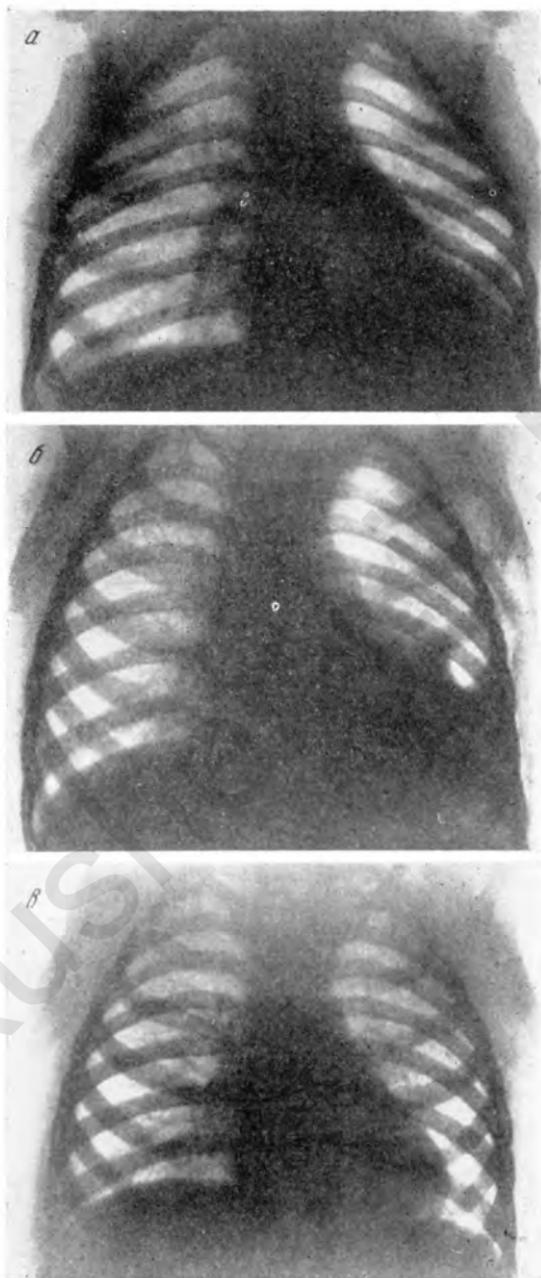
Рентгенограммы Юры К., 3 лет.
